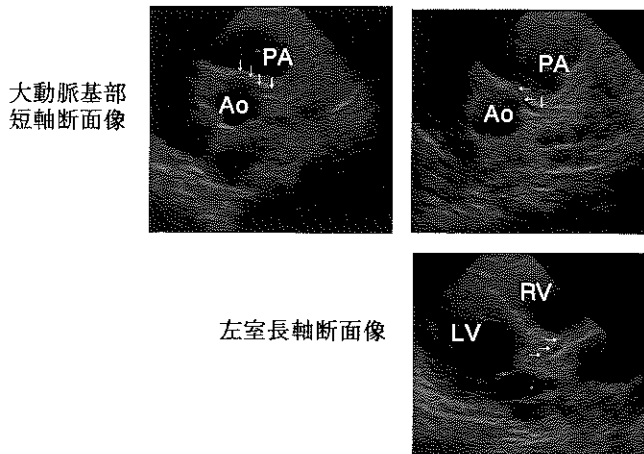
両冠動脈右冠動脈洞起始の左冠動脈主幹部の超音波断層像
